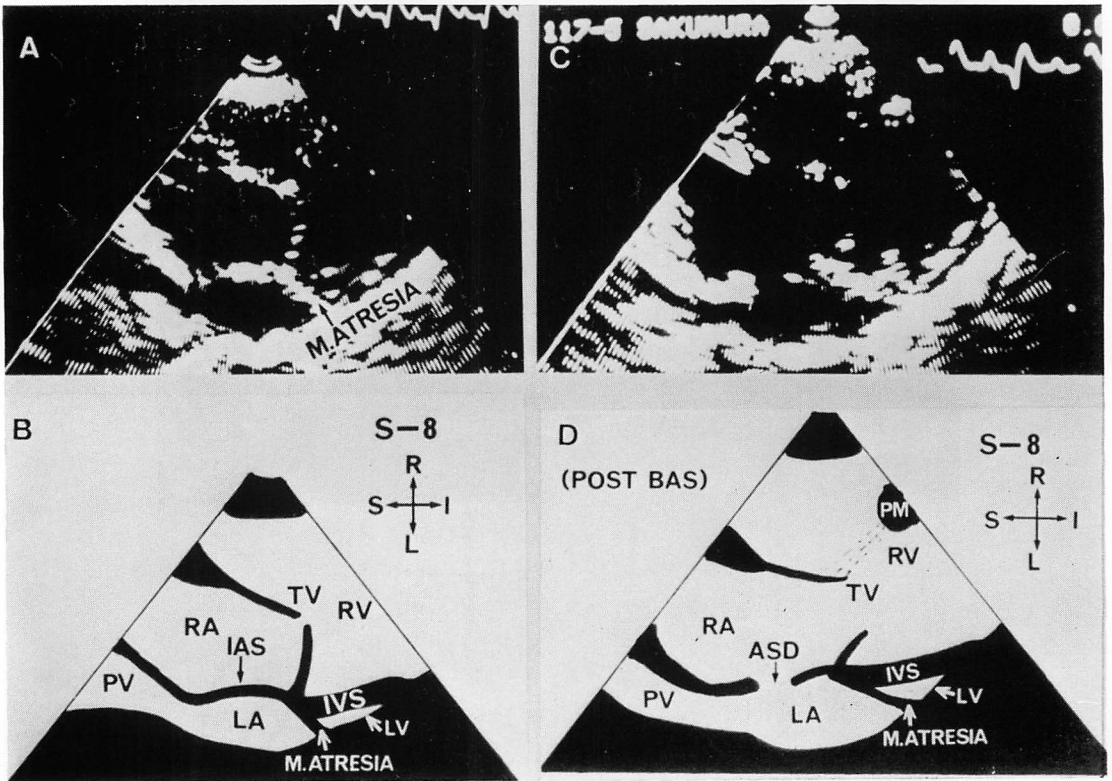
Two-dimensional echocardiograms before and after balloon atrial septostomy in a patient with hypoplastic left heart syndrome.
